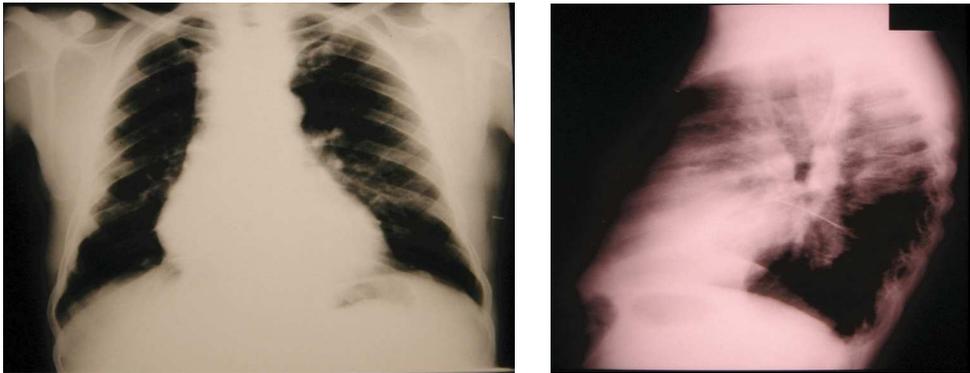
Telerradiografia do tórax PA e perfil
